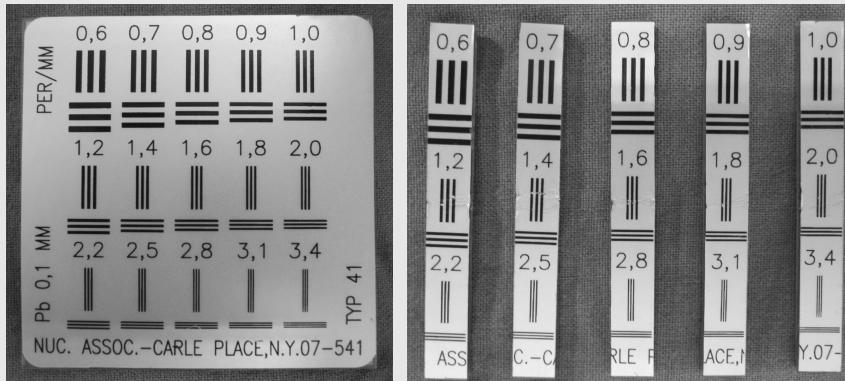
Chosen spatial resolution test phantom. (Left) Nuclear Associates model high precision X-ray test pattern 07-541 (Carle Place, N.Y.) (Right) The test phantom that is laser cut into 5 pieces to make width of each piece to be 6 mm. Laser Cutting was chosen for minimize the possible damage by Mechanical cutting at the 0.1 mm thickness Pb foil which is inside of test phantom.(cited from Choi DH, The image quality assurance in digital panoramic radiographs by using the evaluation table and the phantom stand PhD. thesis, Seoul National University 2012.24)
